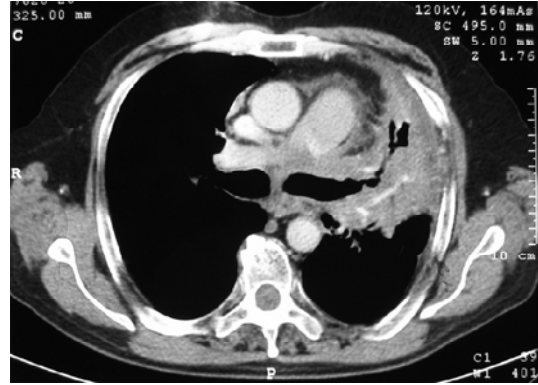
Olgu II'nin toraks BT'si.
